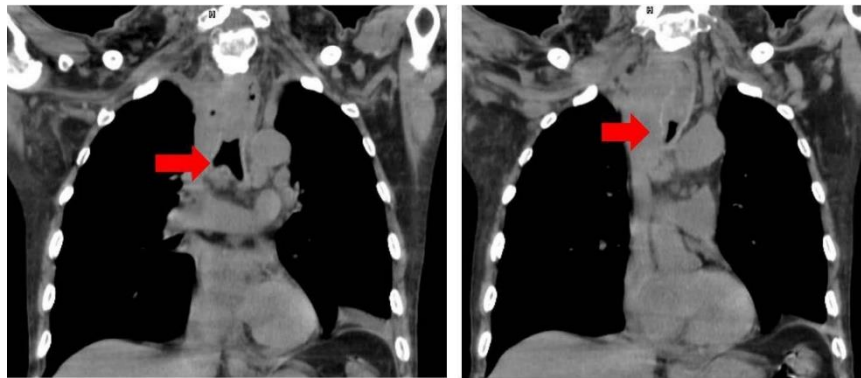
CT scan image revealing a mass that invades the upper intrathoracic trachea.
